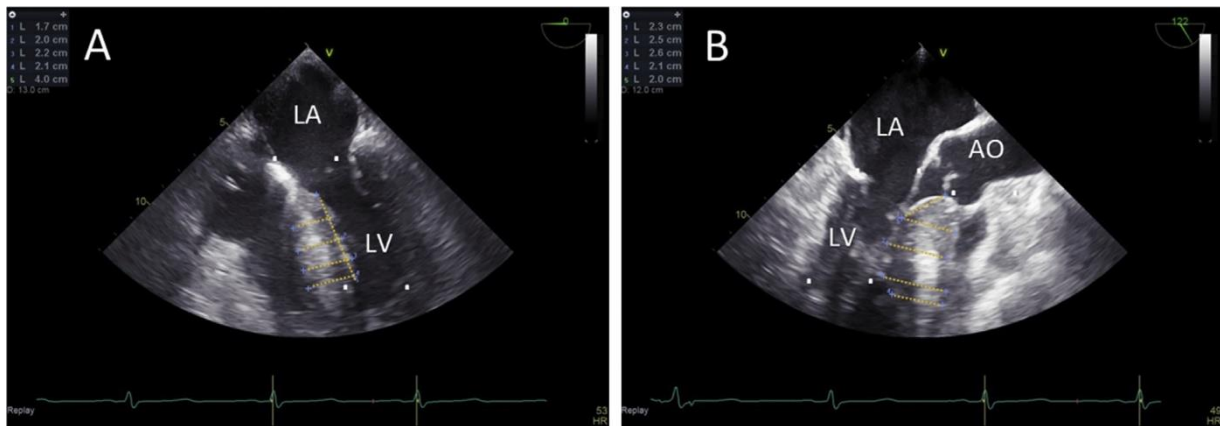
术中中间隔测量的经食管超声心动图。左图: 分流前食管中段 4 腔视图; 室间隔厚度的纵向范围 = 4.0 cm。右图: 分流前食管中段长轴视图; 室间隔最大厚度为 2.6 cm, 二尖瓣前叶和间隔接触点与右冠状动脉尖之间的距离为 2.3 cm。
